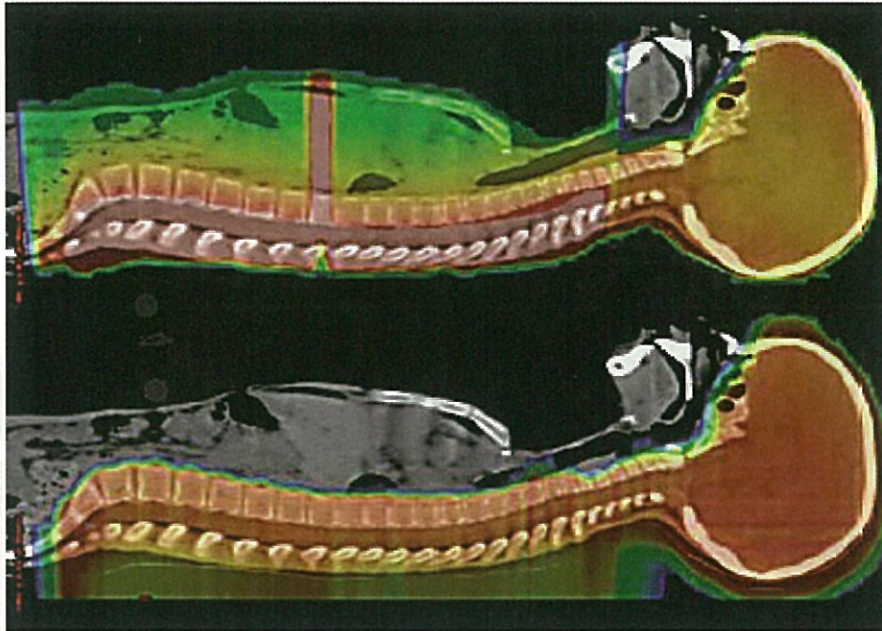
全脳全脊髄照射におけるX線と陽子線の線量分布
